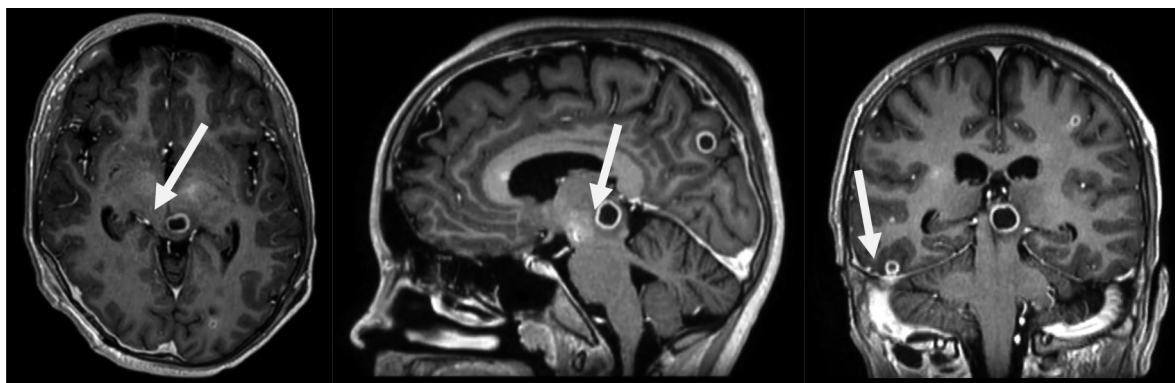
2-я неделя от начала заболевания. МРТ ГМ при повторном ухудшении, нарастании неврологической симптоматики (множественные абсцессы)
